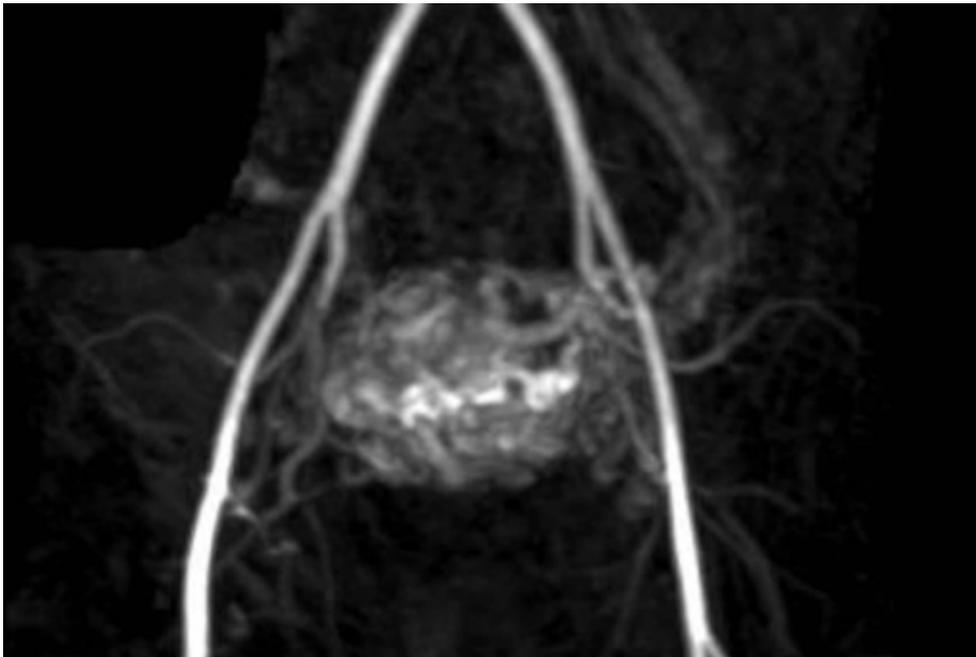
RNM. Útero en proyección coronal. Arterias uterinas prominentes, tortuosas, dilatadas con múltiples shunts arteriovenosos (angiorresonancia en fase arterial) (Caso 1).
